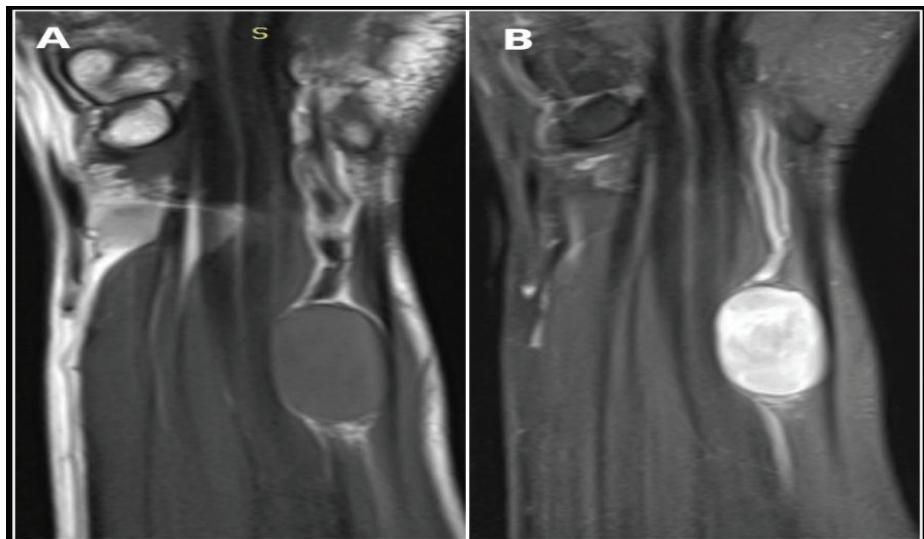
(A) Sagital view MRI showing a solid oval mass that enhances homogeneously running out the course of the left ulnar nerve (T1 sequence). (B) Sagital view MRI showing a solid oval mass enhances homogeneously running out the course of the left ulnar nerve (T2 sequence).
